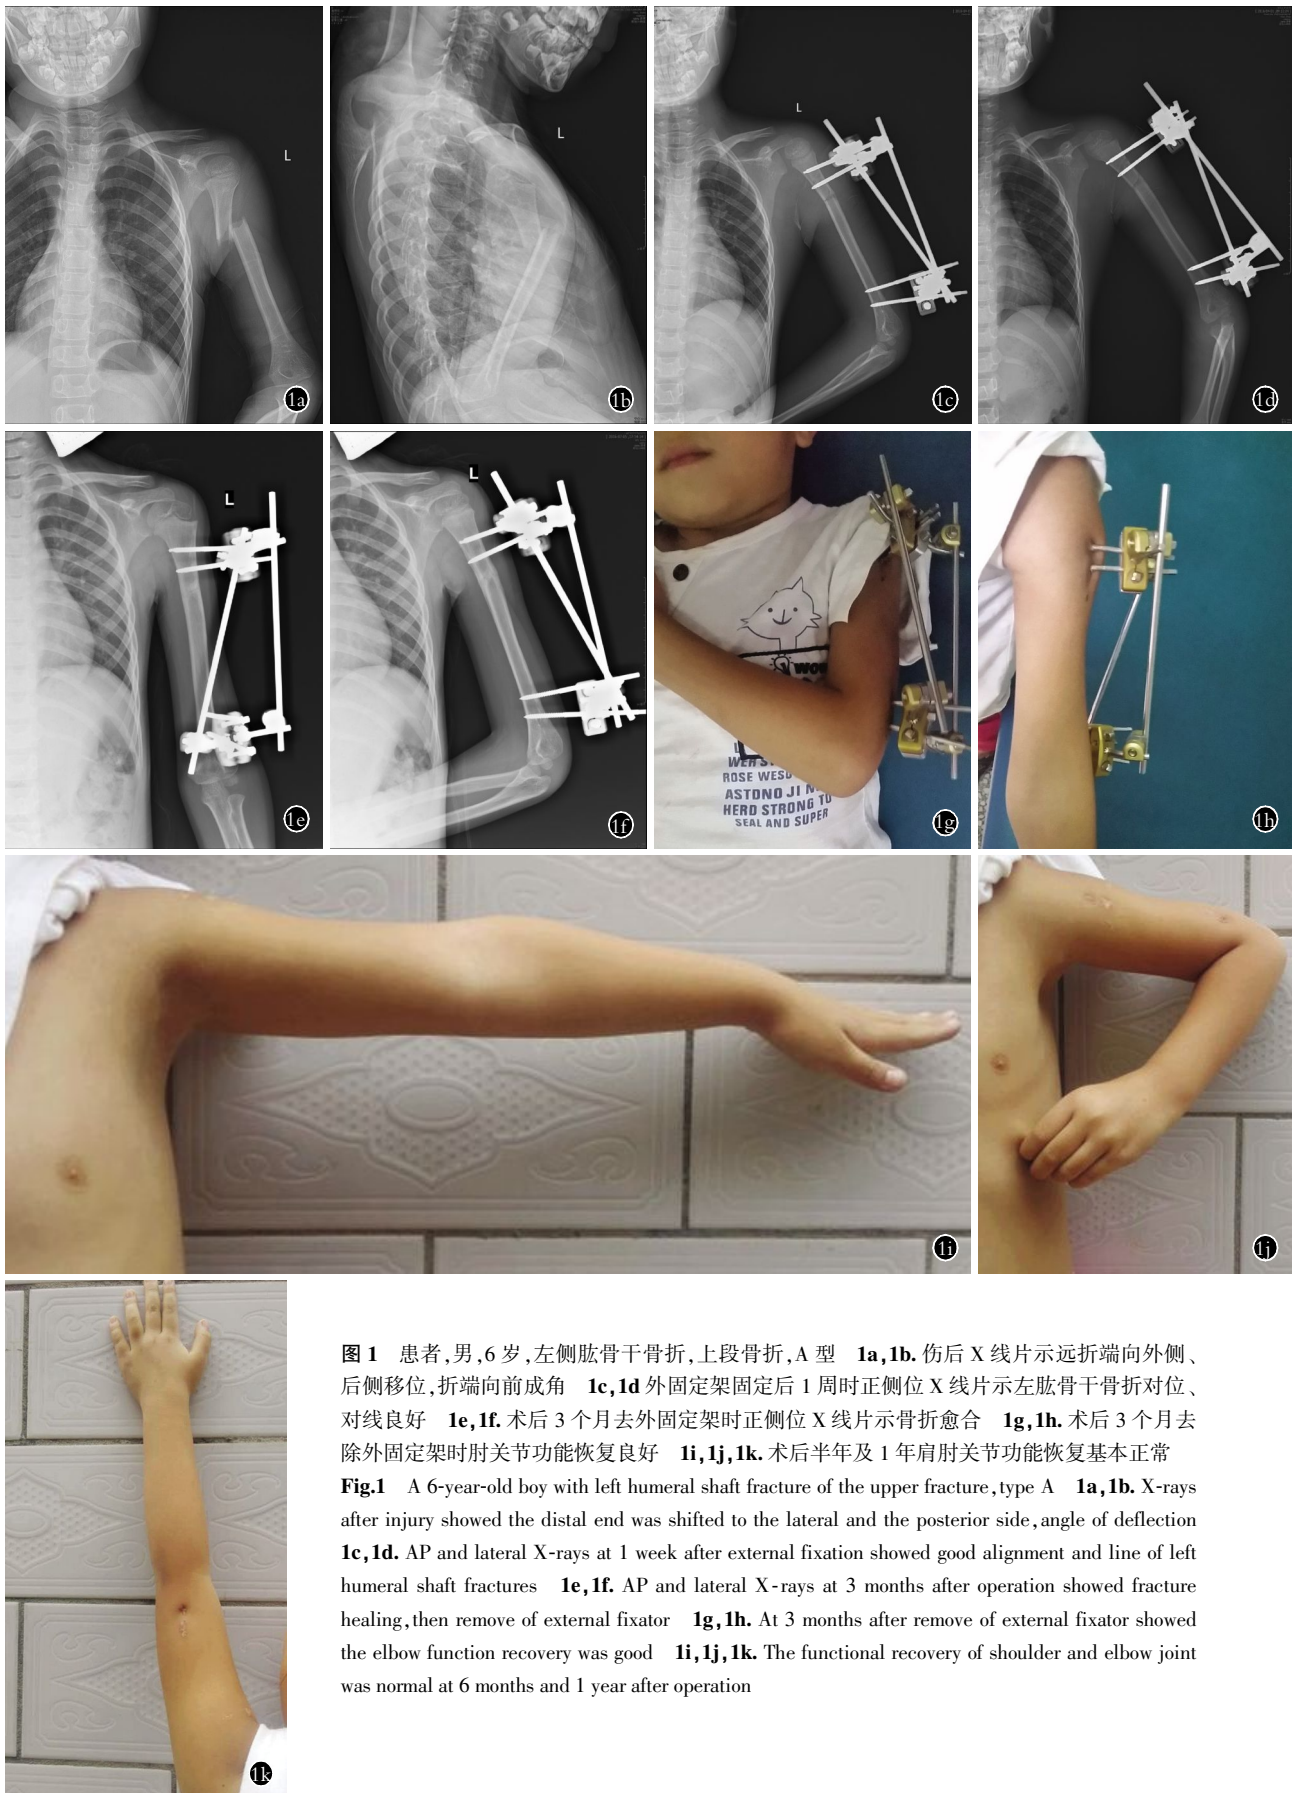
患者,男,6岁,左侧肱骨干骨折,上段骨折,A型 1a,1b. 伤后X线片示远折端向外侧、后侧移位,折端向前成角 1c,1d 外固定架固定后1周时正侧位X线片示左肱骨干骨折对位、对线良好 1e,1f. 术后3个月去外固定架时正侧位X线片示骨折愈合 1g,1h. 术后3个月去除外固定架时肘关节功能恢复良好 1i,1j,1k. 术后半年及1年肩肘关节功能恢复基本正常 1l
